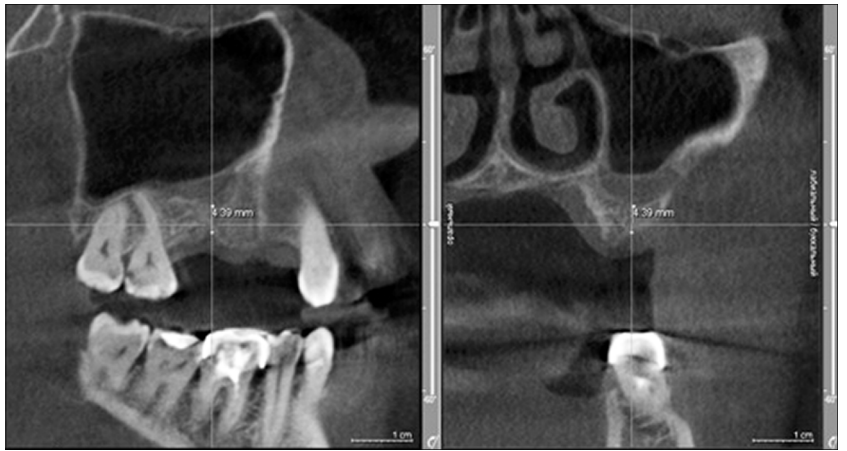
Пациентка Н., 1972 г. р. Компьютерная томография в предоперационном периоде.
